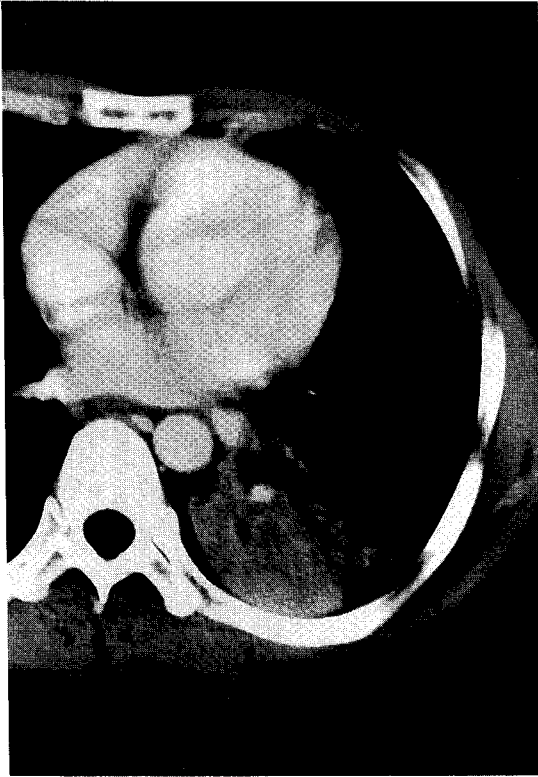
Chest CT of the same patient (mediastinal window), revealing pneumonic infiltration with air-bronchogram in the superior segment of the left lower lobe of lung.
